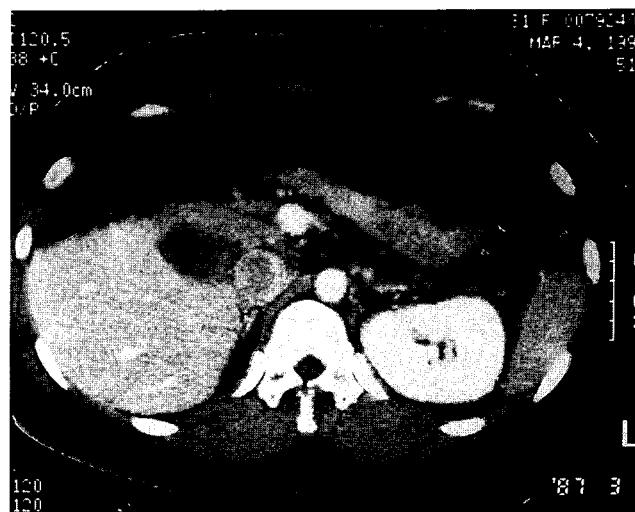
Postoperative follow up abdominal CT shows intraluminal tumor thrombus in inferior vena cava
